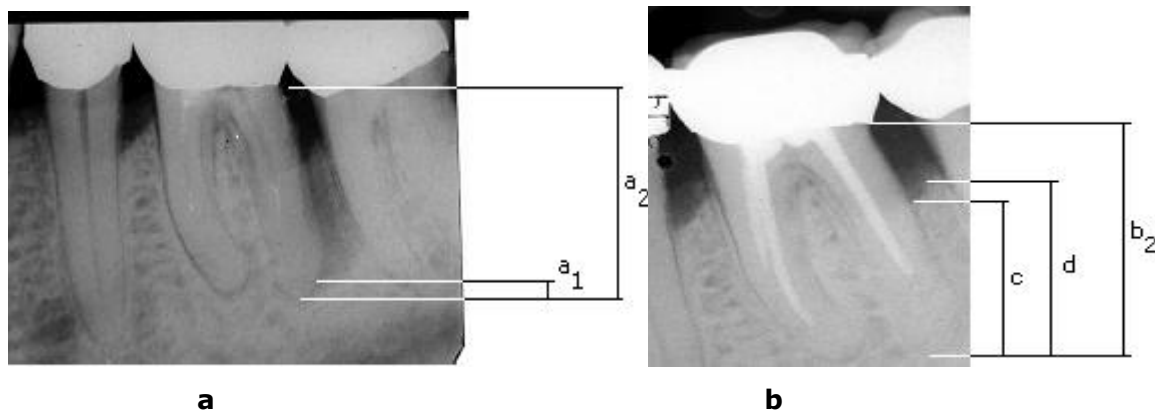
Messungen im (a) präoperativem Röntgenbild und (b) postoperativ nach 24 Monaten
